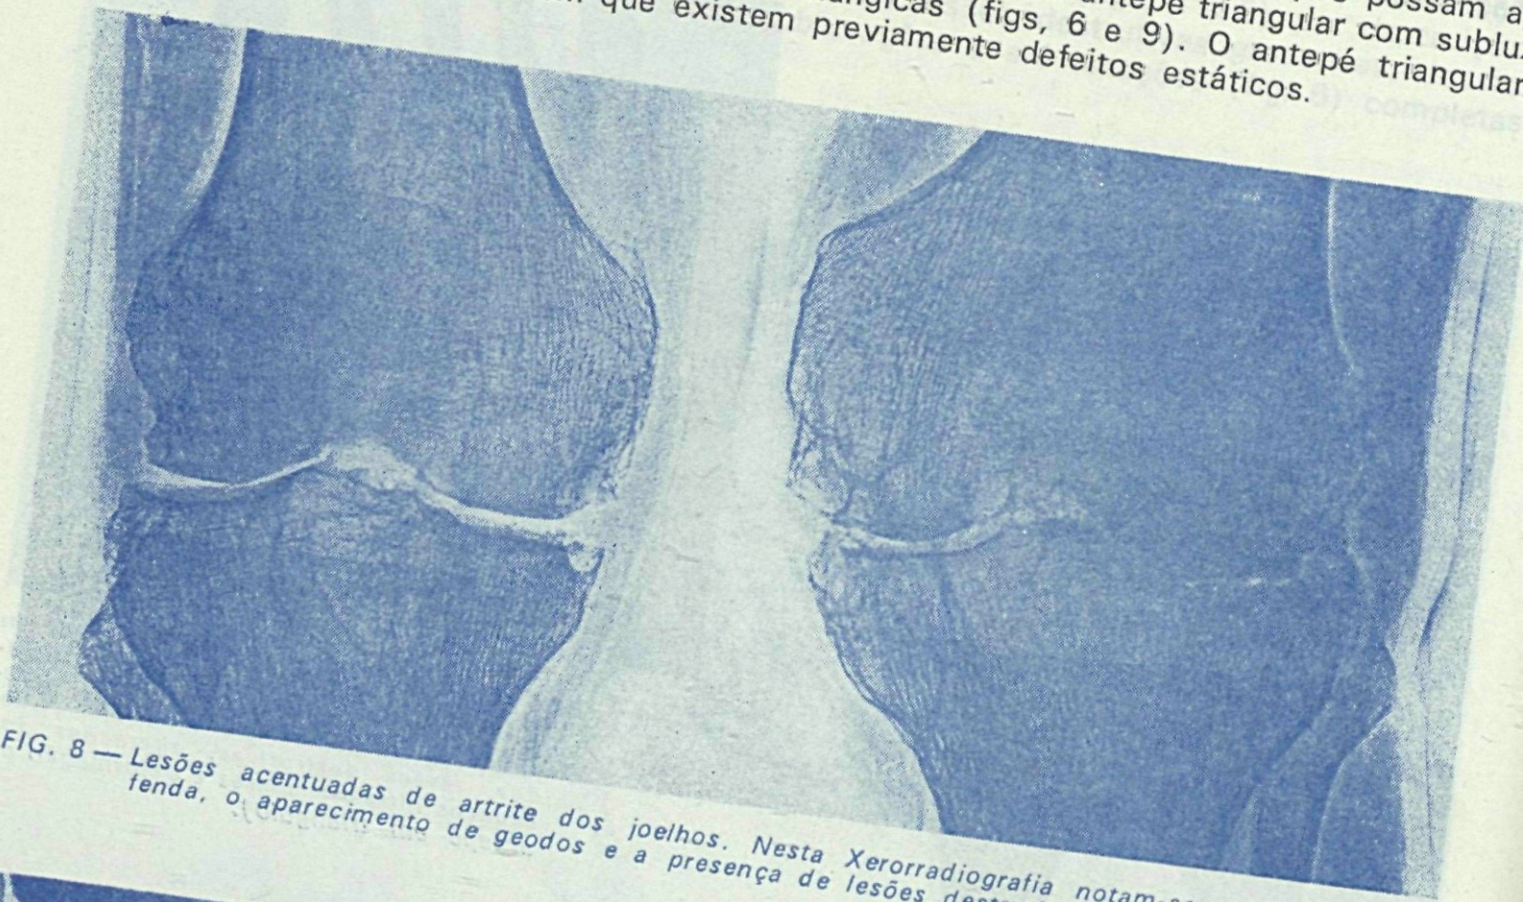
Lesões acentuadas de artrite dos joelhos. Nesta Xerorradiografia notam-se a diminuição da fenda, o aparecimento de geodos e a presença de lesões destrutivas.
